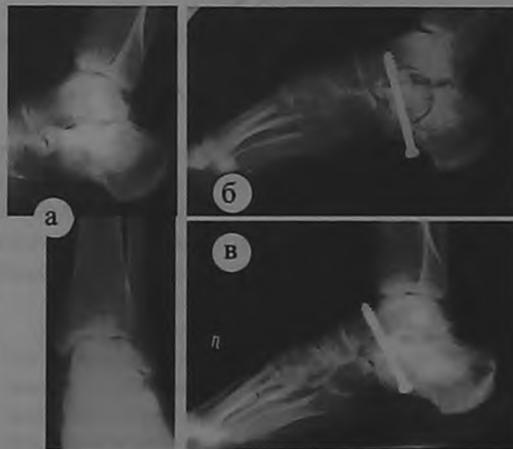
Пример. Рентгенограммы больной К., 36 лет. а – посттравматический ДОО 3 ст. подтаранного сустава, травма 4 года назад, выраженный болевой синдром – движения в суставе качательные, болезненные; б – в день операции «фрезовой артродез, остеосинтез винтом»; в - через 2,5 мес. после операции – артродез состоялся, имеются признаки костной перестройки.
